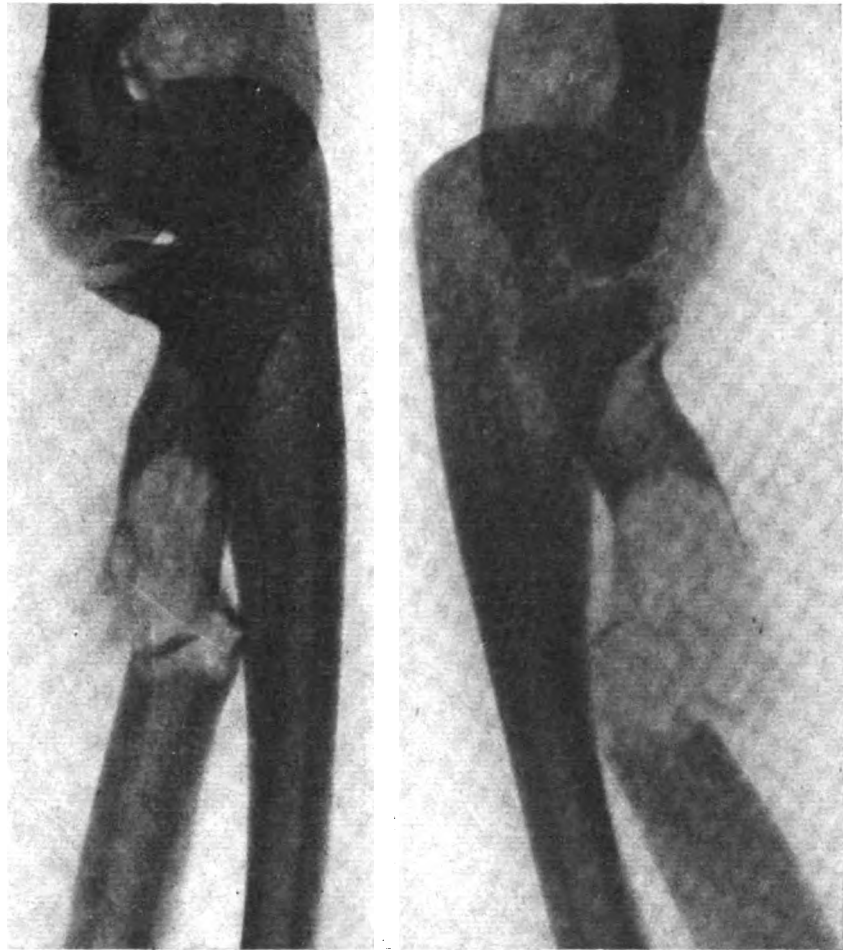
Radiographie de l'avant-bras.
